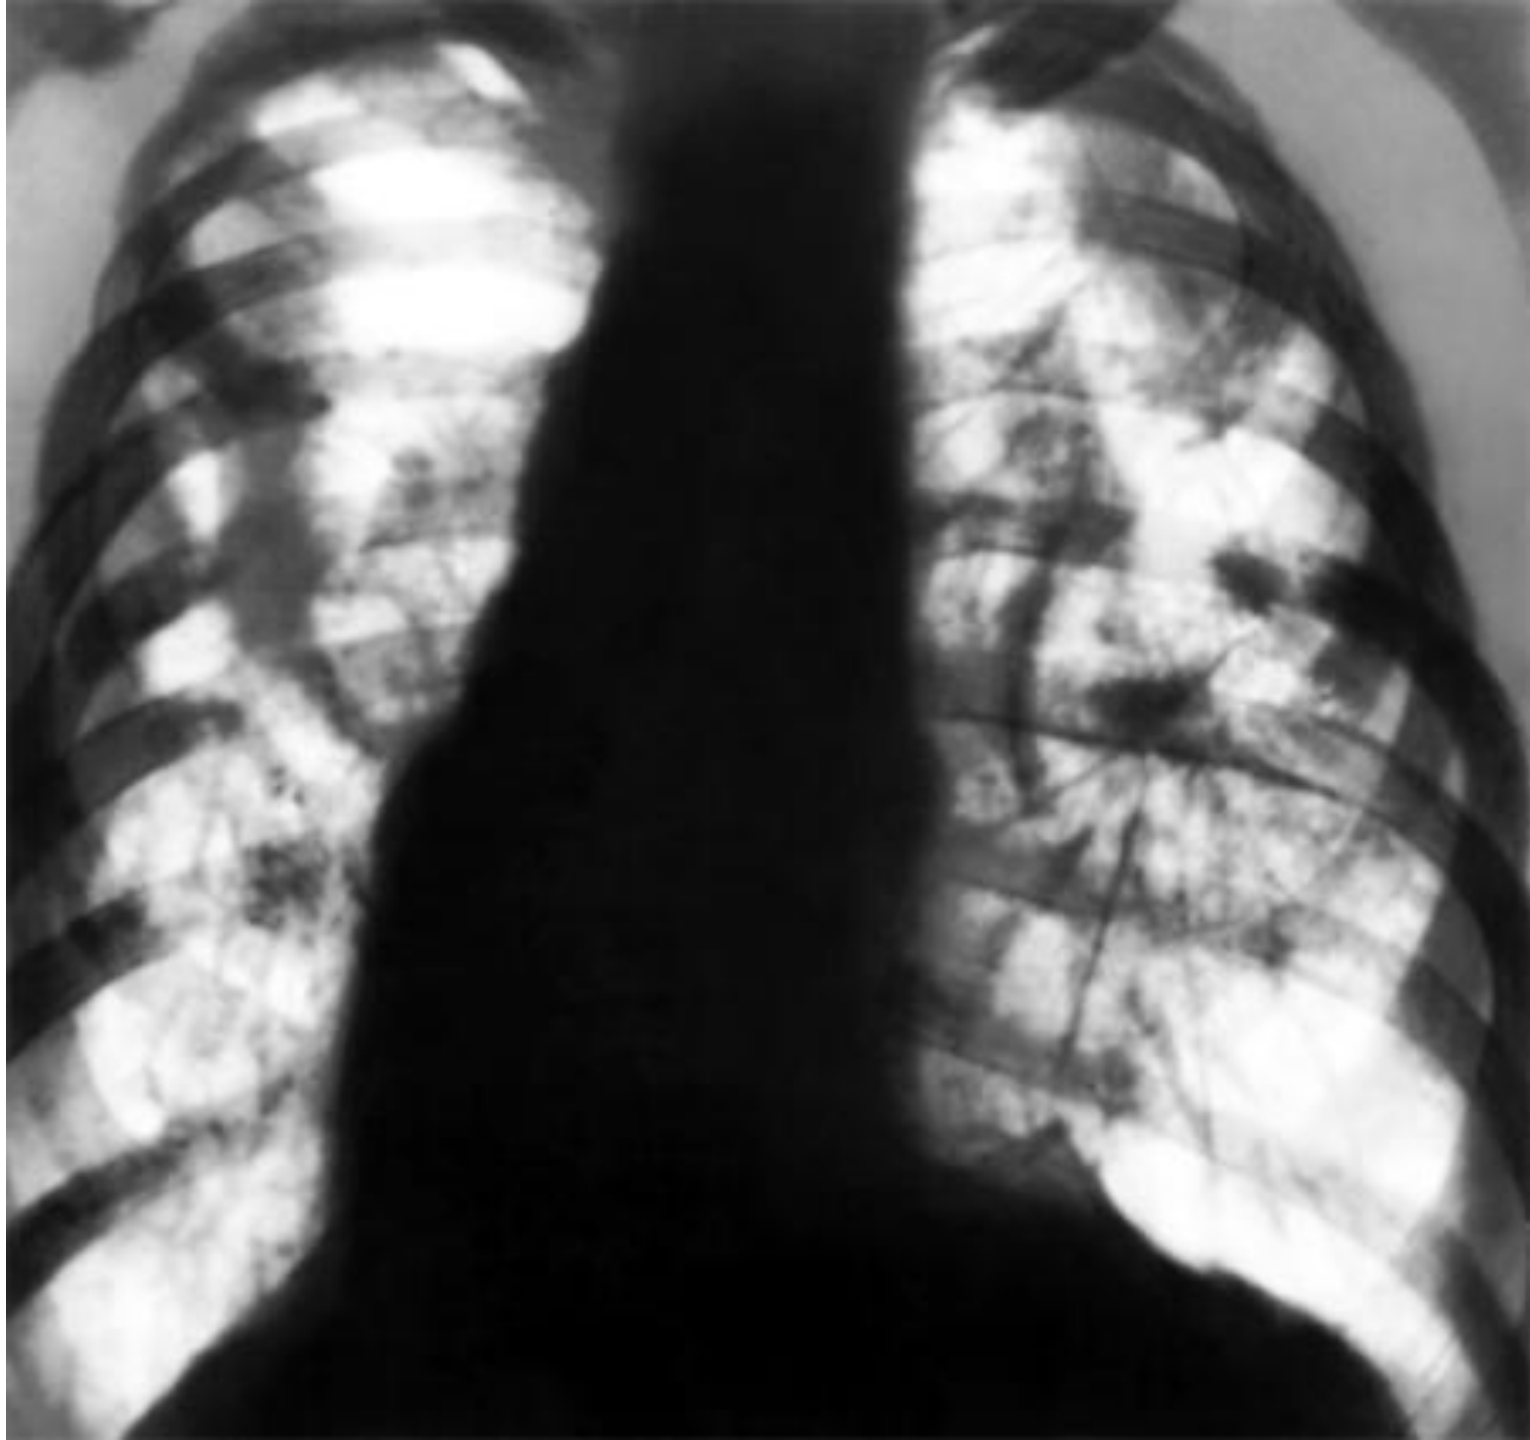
Варианты рентгенологической картины при интерстициальном силикозе, а — без аденопатии; б — в сочетании с умеренным увеличением лимфатических узлов; в — силикотуберкулезная аденопатия без обызвествлений; г — с обызвествлением лимфатических узлов.
